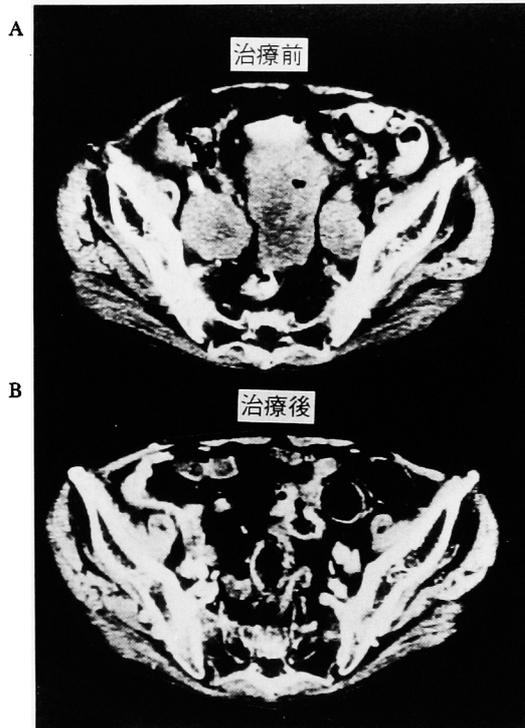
Pelvic CT before (A) and after (B) chemotherapy showed complete remission of bladder tumor and bilateral iliac lymph node metastasis.
